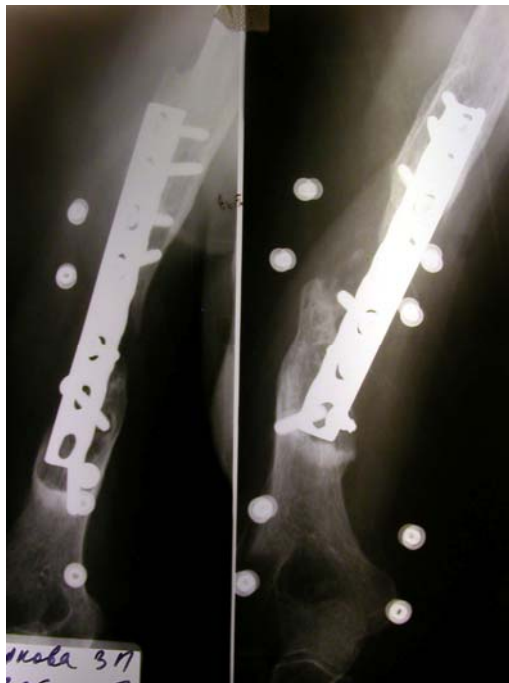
Рентгенограмма правого плеча.
